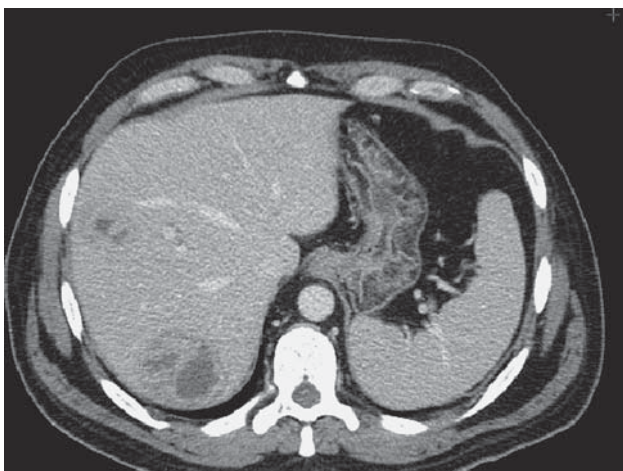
Компьютерная томограмма. Эхинококкоз печени. Венозная фаза исследования, аксиальное изображение.
